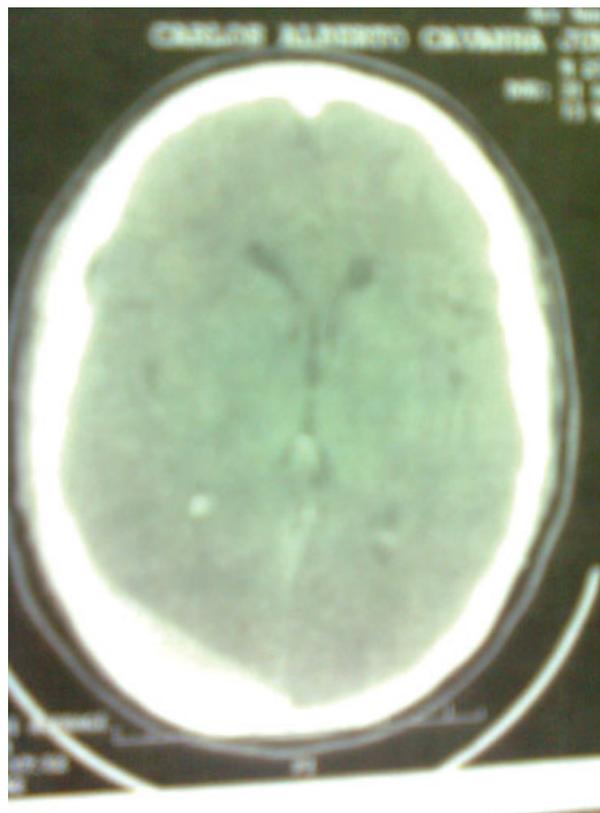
Tomografia computadorizada do paciente no pré-operatório; crânio mostra hematoma epidural occipital direito.
